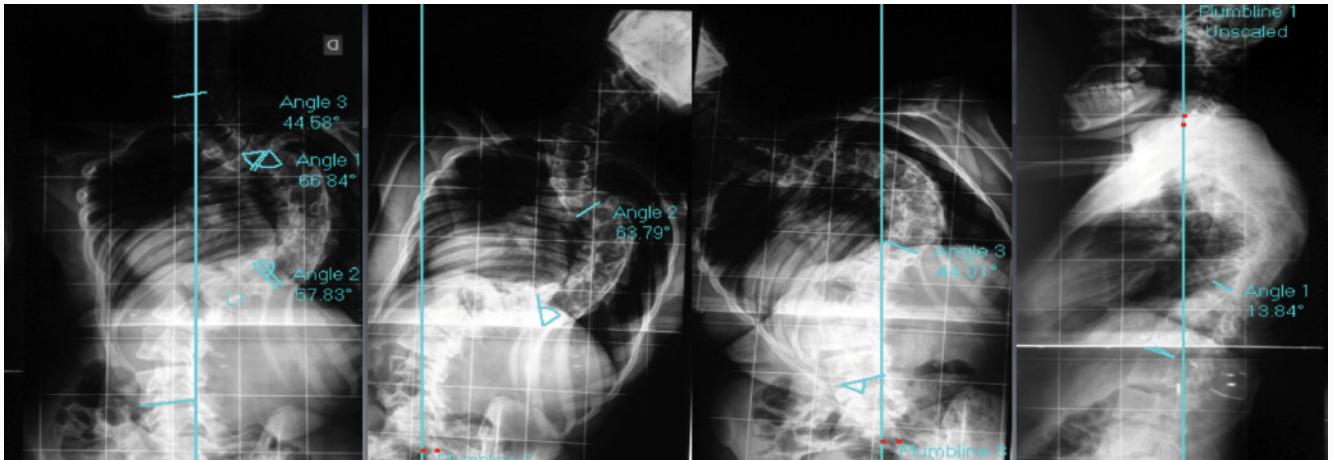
Radiografias simples
